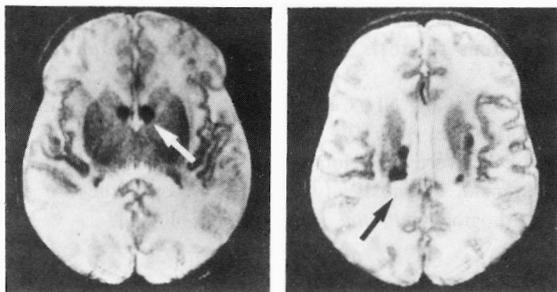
RMN cerebral: a) e b): planos axiais, ponderação T₂; nódulos tuberosos subependimários caracterizados por hiposinal (seta).
